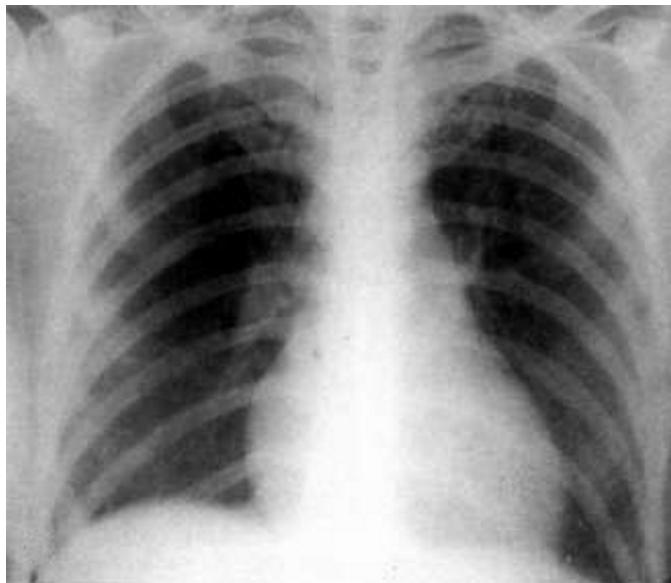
На рентгенограмме признаки ТЭЛА: высокое стояние купола диафрагмы, деформация и расширение правого корня, симптом Вестермарка (обеднение легочного рисунка).
